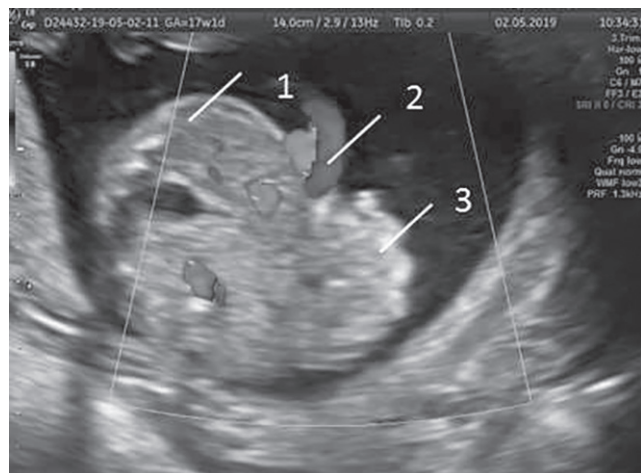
Гастрошизис. УЗИ плода 17 нед:
